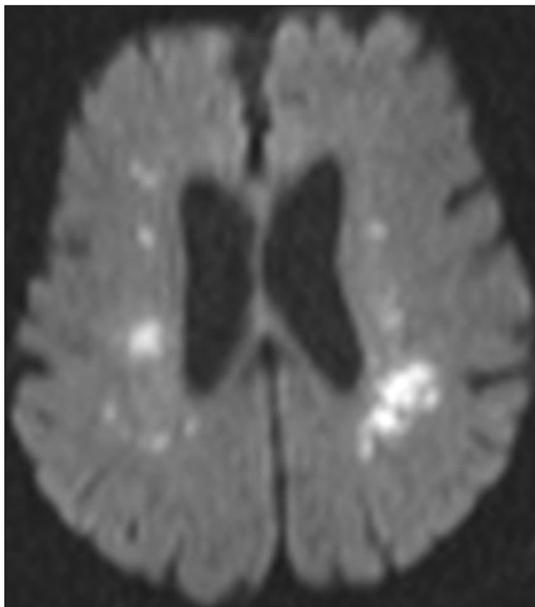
The brain MRI coronal deep weighted image shows multiple acute lacunar infarctions : various sized and shaped, small patchy, round and punctate high signal intensities in bilateral cerebral periventricular regions.
